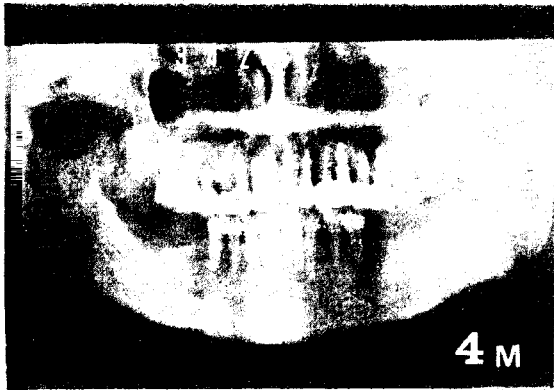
Case 5: Orthopantomograph, 4 months postop.
